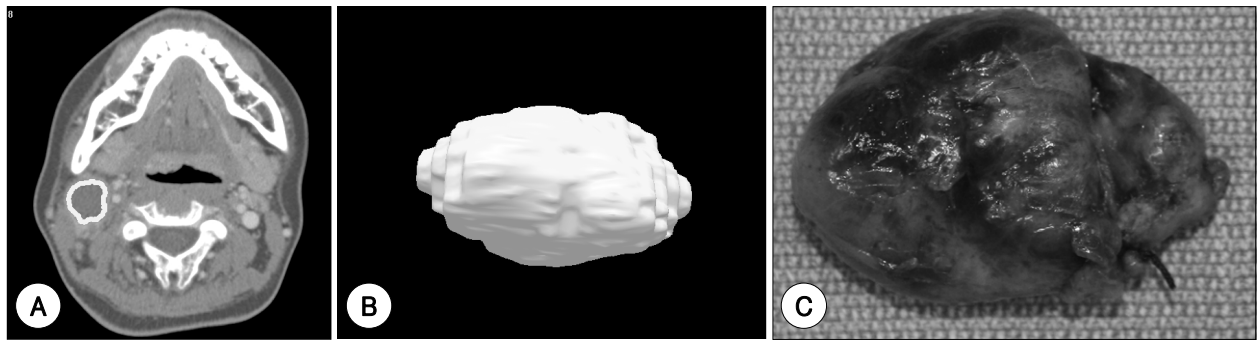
3D reconstruction image is made from axial CT images after surface rendering. A : Boundary(white simple closed circle at right mandible angle) was made along the edge of tumor, B : 3D reconstructed image of tumor, C : Excised mass.
